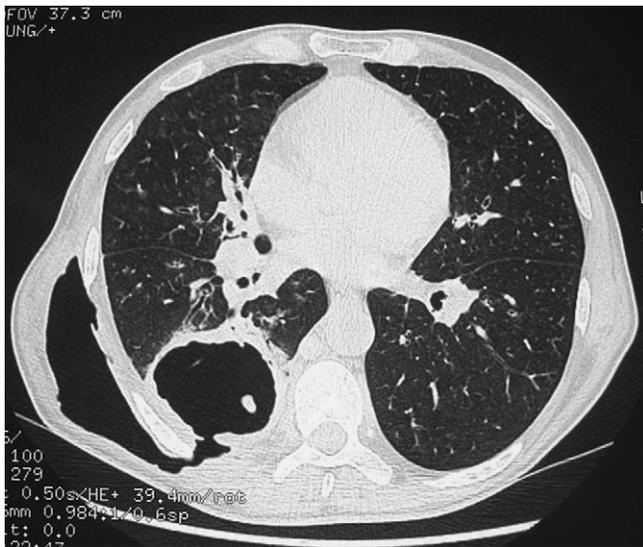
TDM thoracique en fenêtre parenchymateuse pulmonaire montrant la présence de deux cavités : la première siègeant dans le lobe inférieur droit d'aspect bien limitée, de contours réguliers, reliée par une fistule postérieure à une cavité sous-cutanée bien limitée.
